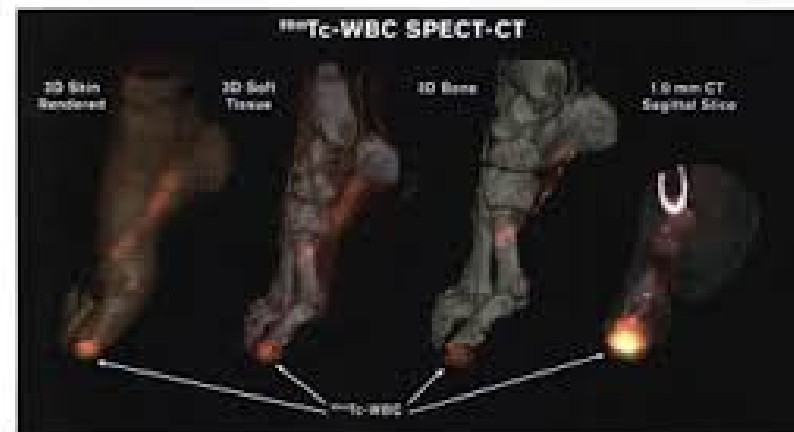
<sup>99m</sup>Tc-WBC SPECT/CT hybrid image of diabetic foot with osteomyelitis of first digit terminal tuft. Extent, depth, severity, and bone involvement of infection were not clinically apparent. Hybrid image CSI score was 6. (A high-quality digital representation of this figure is available in the online issue.)
